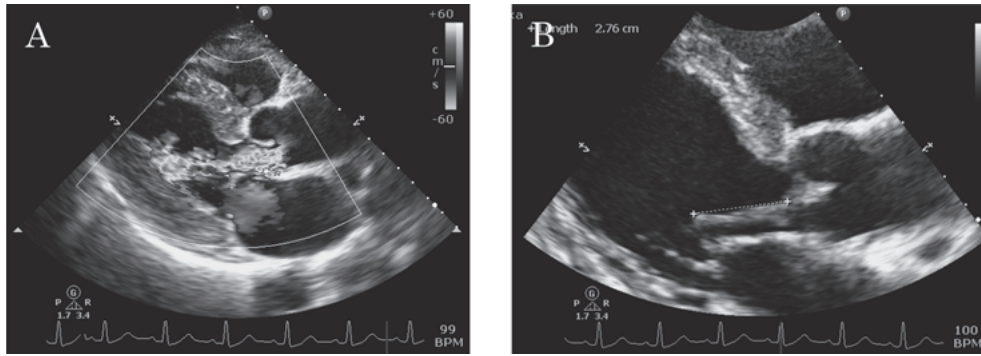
Ultrasound Cardiography. (A) shows severe aortic regurgitation and (B) shows cardiac vegetation.
